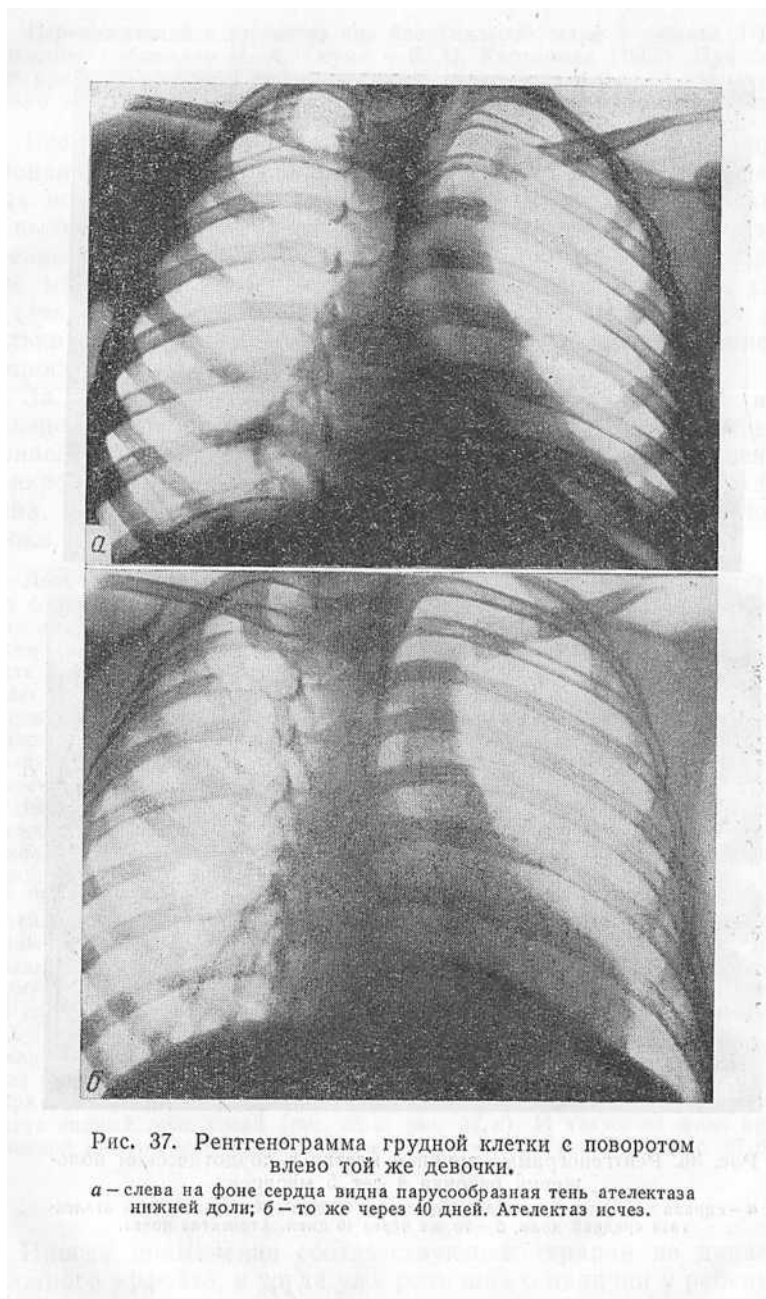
Рентгенограмма грудной клетки с поворотом влево той же девочки.
